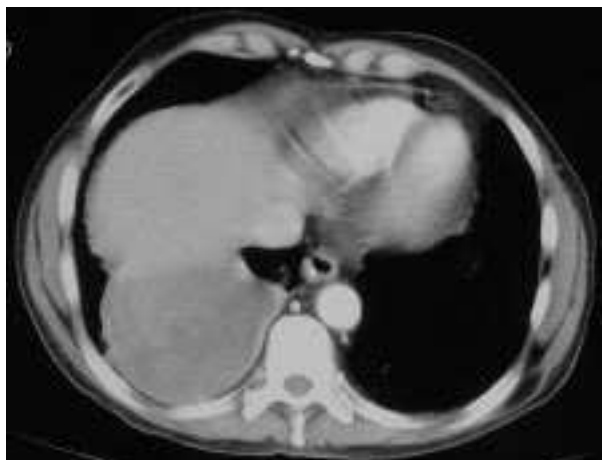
Tomografía computarizada torácica. Carcinoma broncogénico basal derecho en contacto con la pared diafrágica, con signos de infiltración posteriormente confirmados en la toracotomía.
